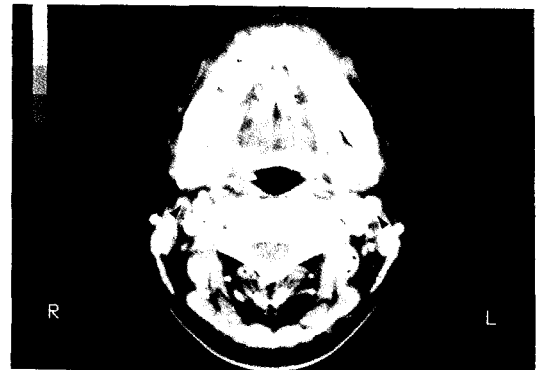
Neck CT scan suggested right submandibular (a) and both jugulodigastric lymph nodes (b) enlargement.
